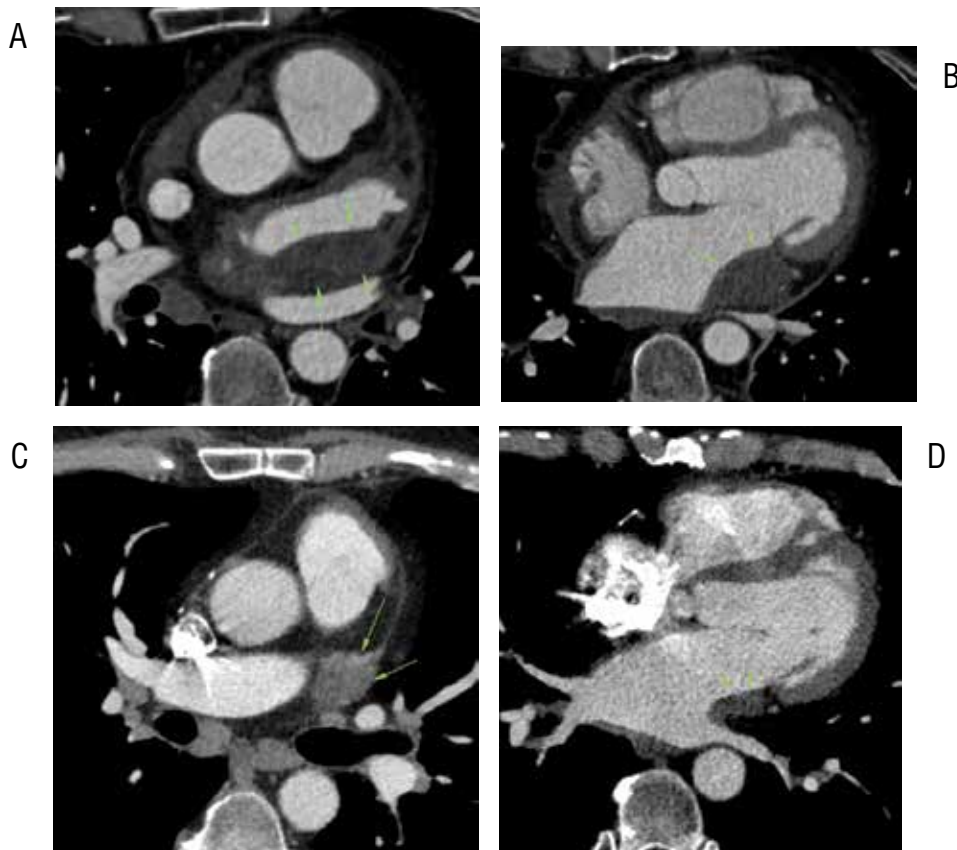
КТ-ангиография интрамуральной гематомы ЛП после радиочастотной абляции по поводу эктопической предсердной тахикардии.
